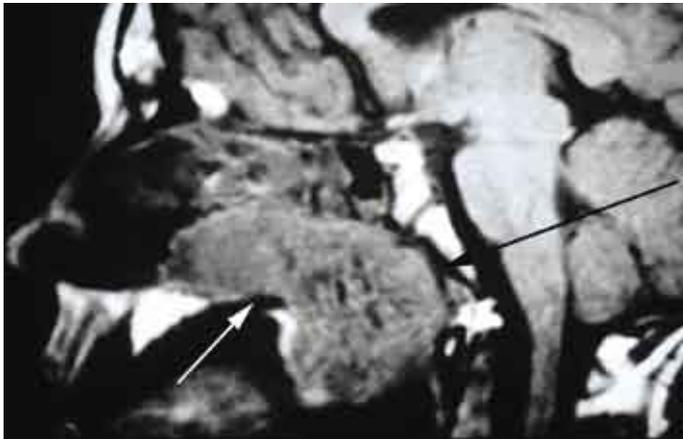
Angiofibroma nasofaríngeo juvenil (RMN craneal sagital).
